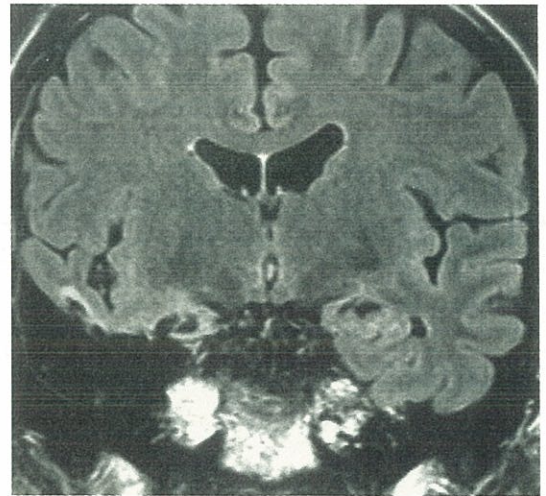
手術後MRI。海馬を含めて側頭葉前部が摘出されている。
